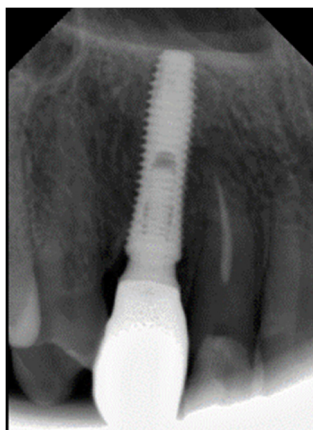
Рентгеновский снимок челюсти больного через 18 месяцев после операции
